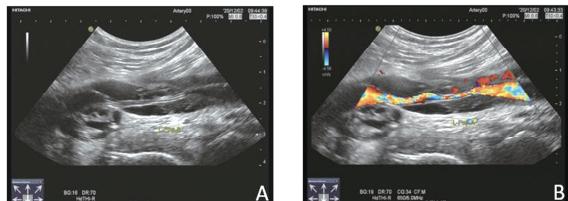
腘动脉外膜囊肿超声图像(L-PopA:左侧腘动脉)
